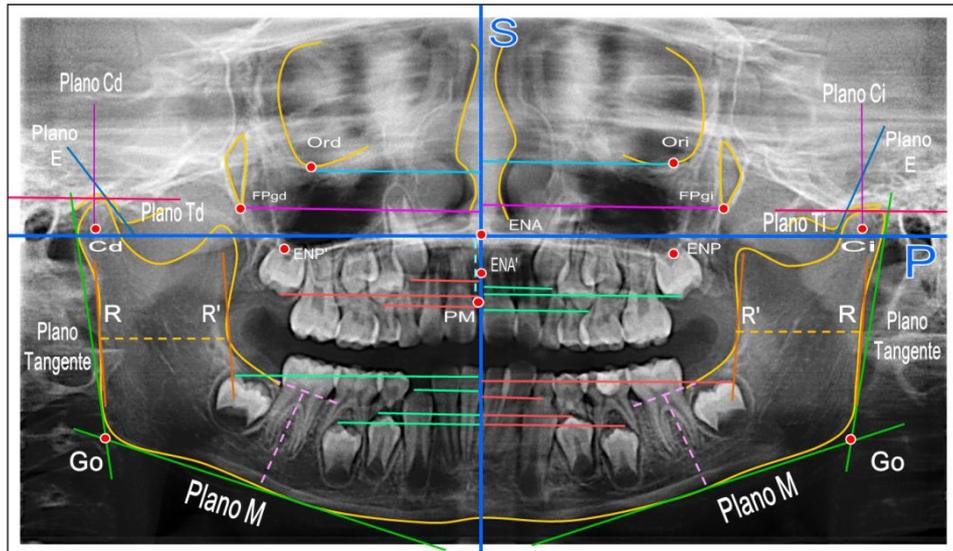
Ortopantomografía con el Panorograma de Simetría de Simões, donde se aprecia el Sistema Ortogonal (constituido por los Planos S y P); Planos de Referencia (Plano E, Plano M, Plano R y R') y los Sistemas Complementarios (Plano Cd y Ci, Planos FPgd y Fpgi, Planos Ord y Ori, Plano PM, Plano Td). FOUES; julio de 2007.
